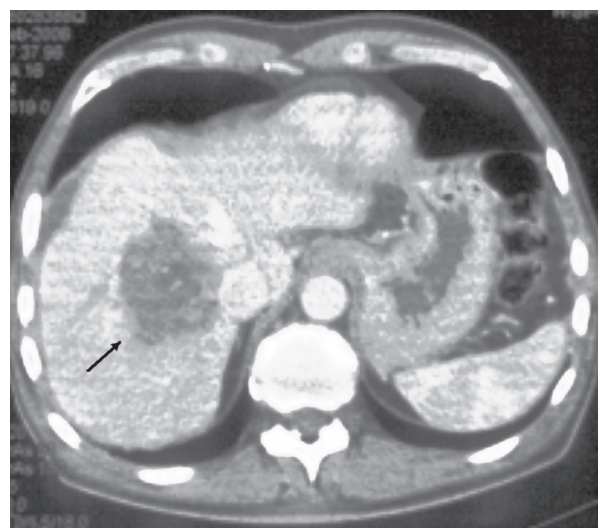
CT hépatique d'un patient souffrant d'une échinococcose alvéolaire.
